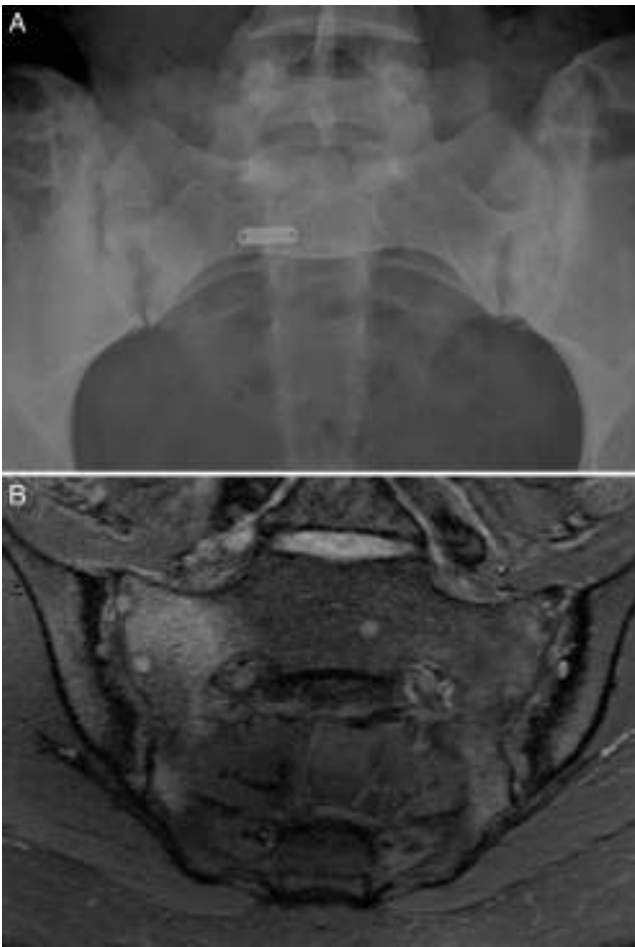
Caso 1. A) Radiografía de sacroiliacas con ensanchamiento, erosiones y esclerosis bilateral, que corresponde a una sacroilitis grado 3 bilateral. B) RM de sacroiliacas con esclerosis, erosiones y marcado edema óseo demostrativo de sacroilitis activa.
